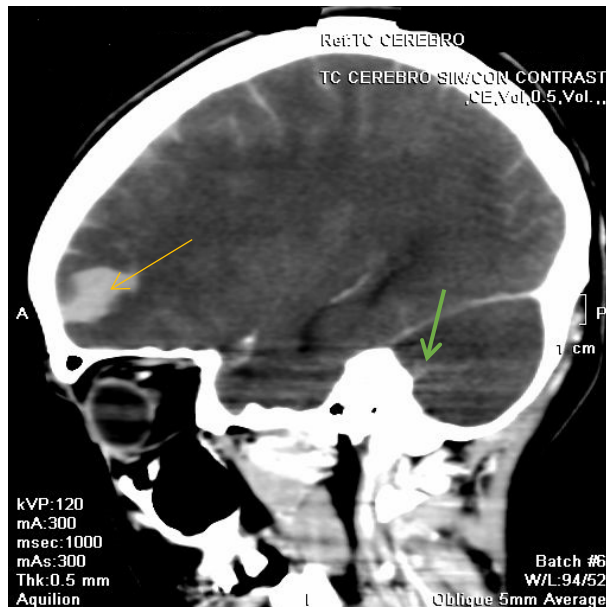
Corte sagital del angio-TC cerebral. Se observa la hemorragia subaracnoidea difusa con la zona de mayor densidad en la zona frontal (flecha amarilla). Se aprecian signos de herniación tonsilar (flecha verde).
